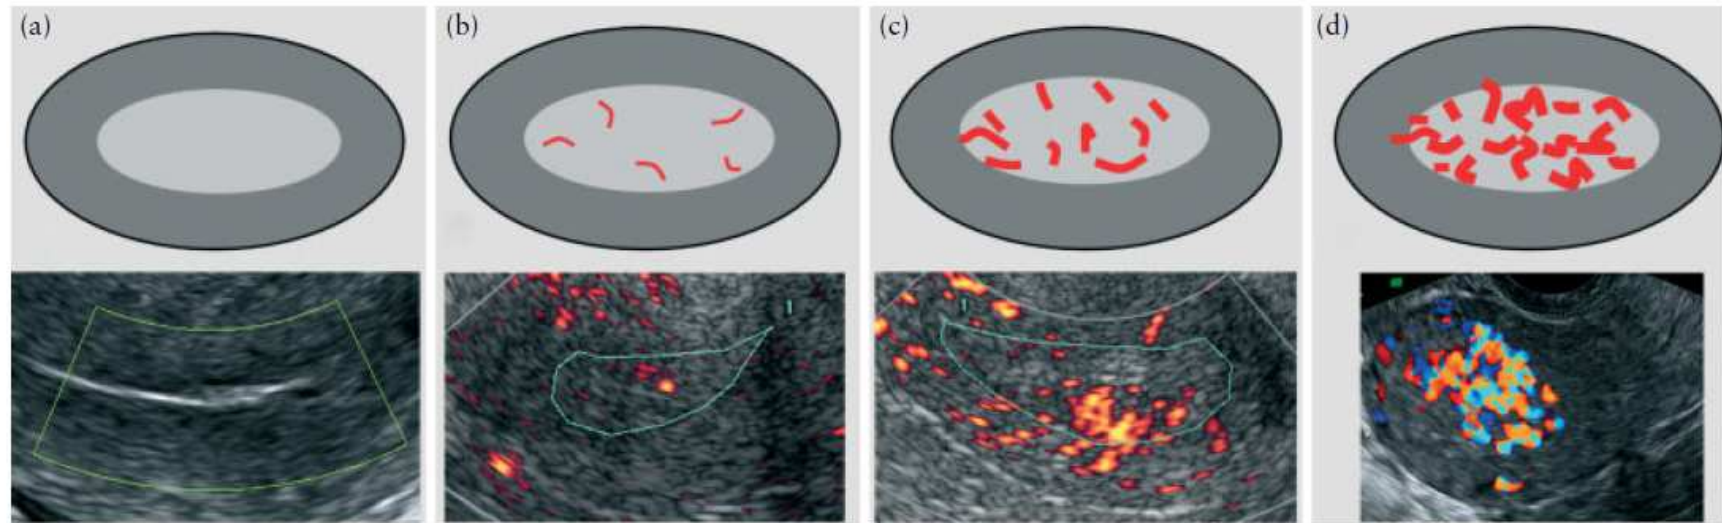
Color Doppler assessment of the endometrium: a color score of 1 is given to indicate no color, i.e. no flow (a); a score of 2 indicates minimal color, i.e. minimal flow (b); a score of 3 indicates moderate color, i.e. moderate flow (c); and a score of 4 indicates abundant color, i.e. abundant flow (d).
